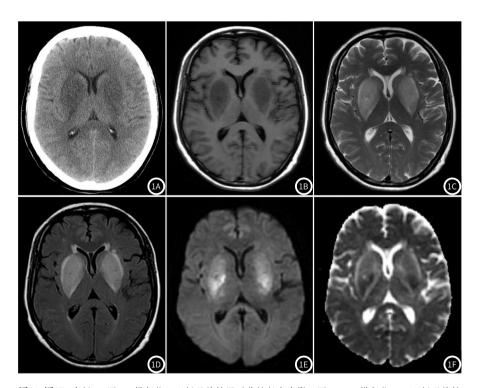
图1F 病例1。图1A 横断位CT双侧豆状核区对称性低密度影;图1B-1D 横断位T1WI双侧豆状核对称性低信号,T2WI、FLAIR稍高信号;双侧外囊及内囊后肢对称性T1WI低信号,T2WI、FLAIR高信号;图1B-图1F 横断位DWI双侧豆状核区局部高信号,ADC低信号。
